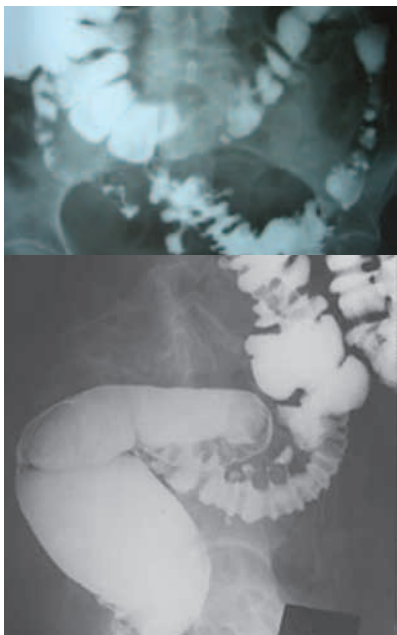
Рентгенологический признак дивертикулита
